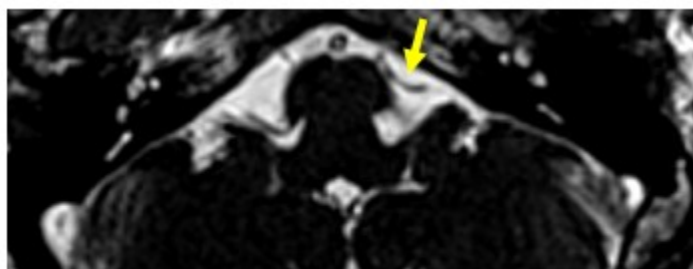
Resonancia magnética nuclear, sin contraste, en secuencia T2 ciss 3D axial, en la que se observa el recorrido del vaso sanguíneo (flecha amarilla) en ángulo pontocerebeloso.
